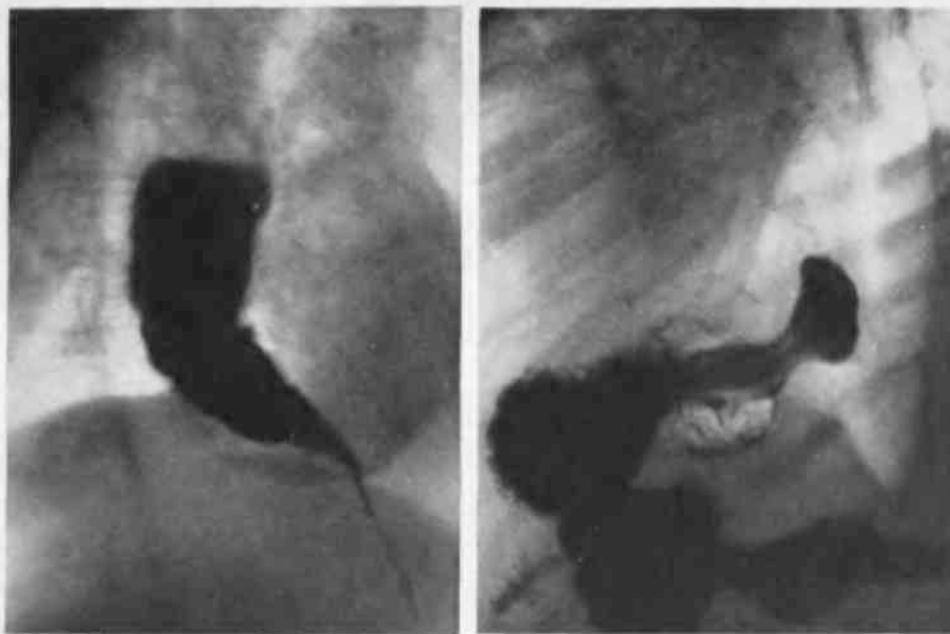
Рентгенограмма пищевода при ахалазии. Пищевод резко расширен, образует изгибы. Брюшная часть пищевода конически сужена. Лишь незначительная часть контрастной массы прошла через кардию в желудок.
